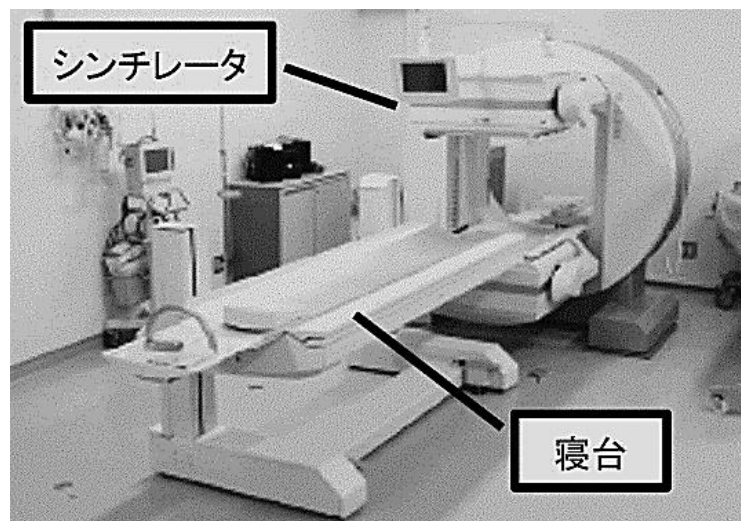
本研究に用いたアンガー型 SPECT 装置 (Canon; E-CAM)
